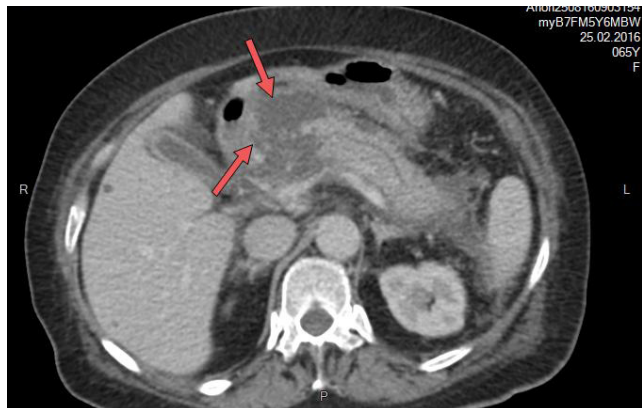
Пацієнтка Б., 65 р. На КП-КТ виявлені не обмежені капсулою скупчення нерідинні скупчення. Враховуючи діагноз некротичного панкреатиту та тривалість захворювання до 4 тижнів, КТ-картина може бути класифікована як ANC
